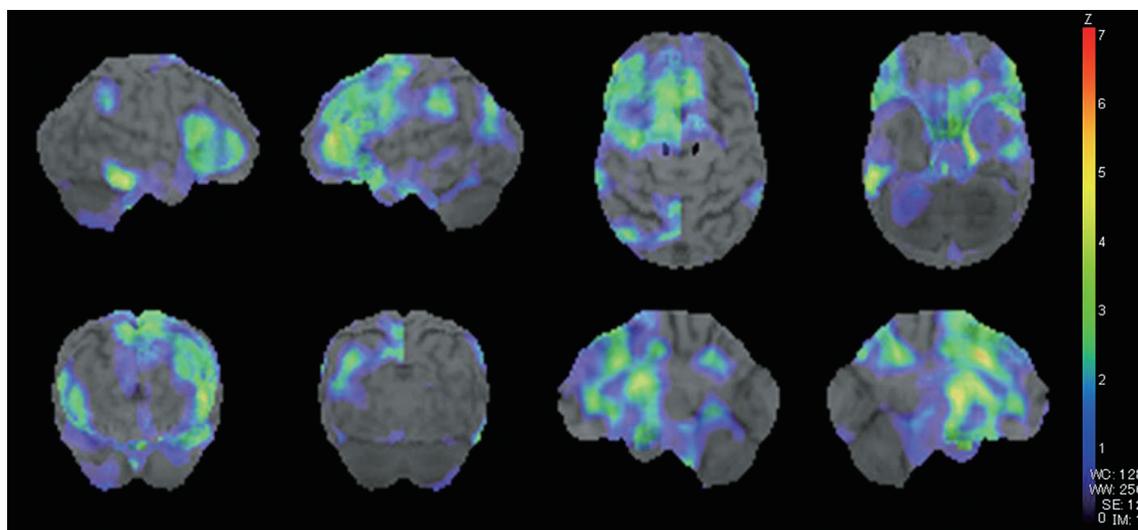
^{123}I -IMP SPECT 3D-SSP decrease.
